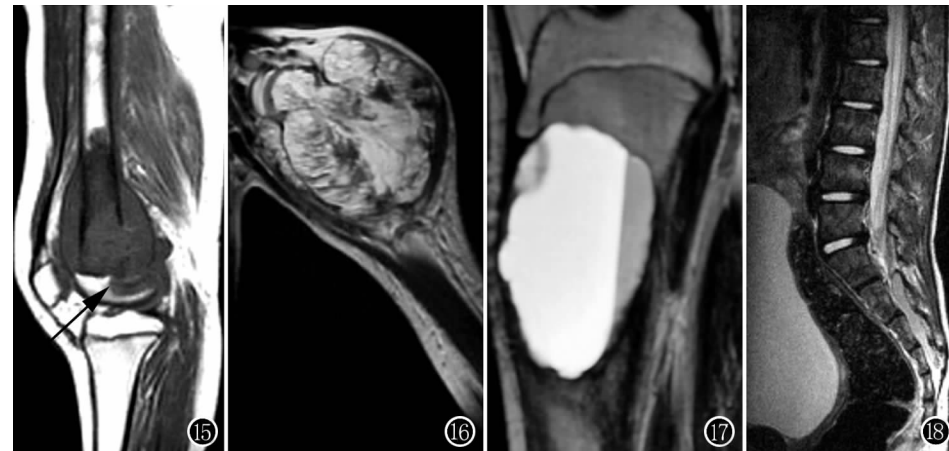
骨肉瘤的 MRI T_1 WI, 可清楚地显示骨髓受侵、髓腔蔓延的程度(箭)。图 16 毛细血管扩张型骨肉瘤的 MRI T_2 WI, 可清楚地显示肿块自骨内向外生长的情况及肿块内细小液平面。图 17 动脉瘤样骨囊肿的 MRI T_2 WI 像。图 18 白血病的 MRI T_2 WI, 示骨髓信号减低, 椎管内受侵。
